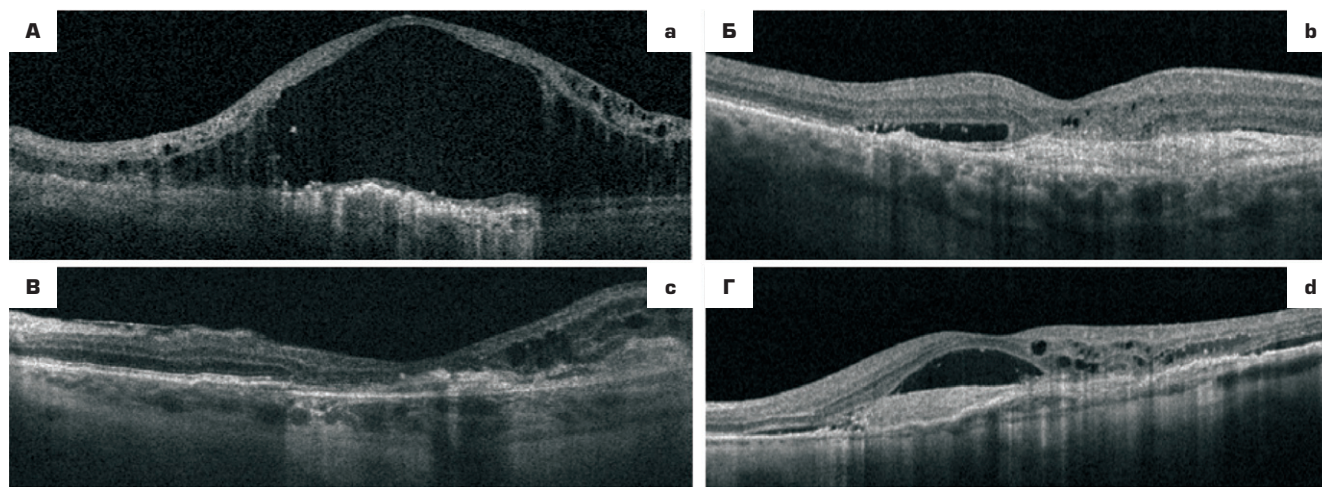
Кросс-секционные сканы оптической когерентной томографии, демонстрирующие репрезентативные примеры тяжелых морфологических изменений у пациентов с неоваскулярной возрастной макулярной дегенерацией и остротой зрения менее 0,1: А — гигантская интра-ретинальная киста; Б — субретинальный фиброз; В — атрофия пигментного эпителия сетчатки; Г — суб- и интра-ретинальная жидкость
